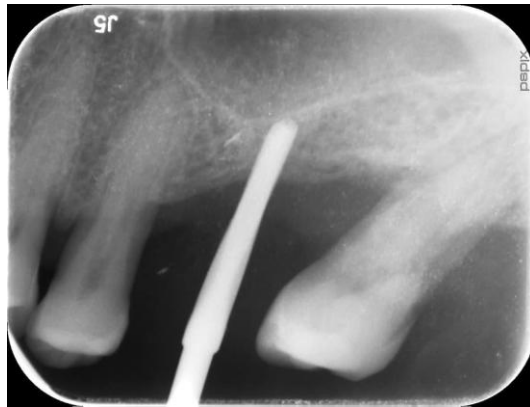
Radiographie foret Densah® 2.0 mm en place
